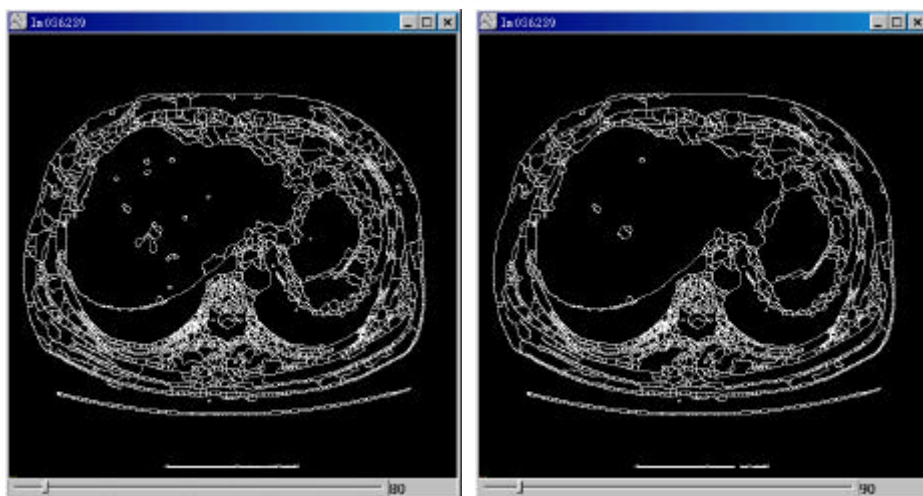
腹部 CT 图像的多级分水岭分割。
